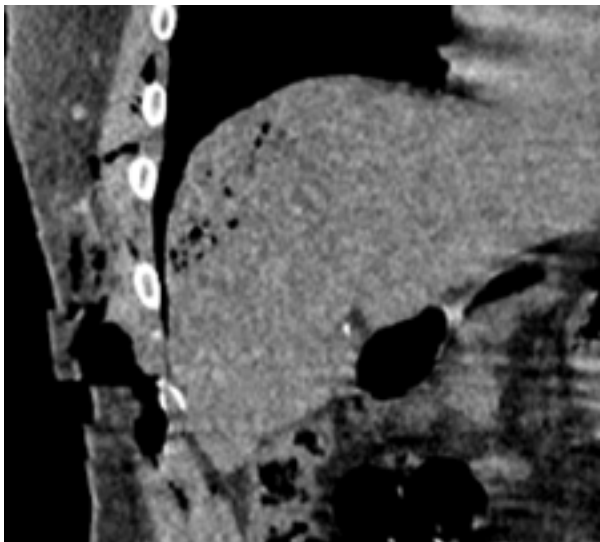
CT scan on the first day after injury. Note the soft tissue defects of the lateral chest and abdominal wall, as well as the heterogeneous structure of the VI-VII liver segments with air inclusions.
